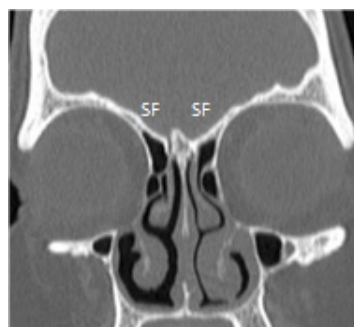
Corte coronal de TC (janela óssea) revelando agénésia bilateral do seio frontal (SF).
